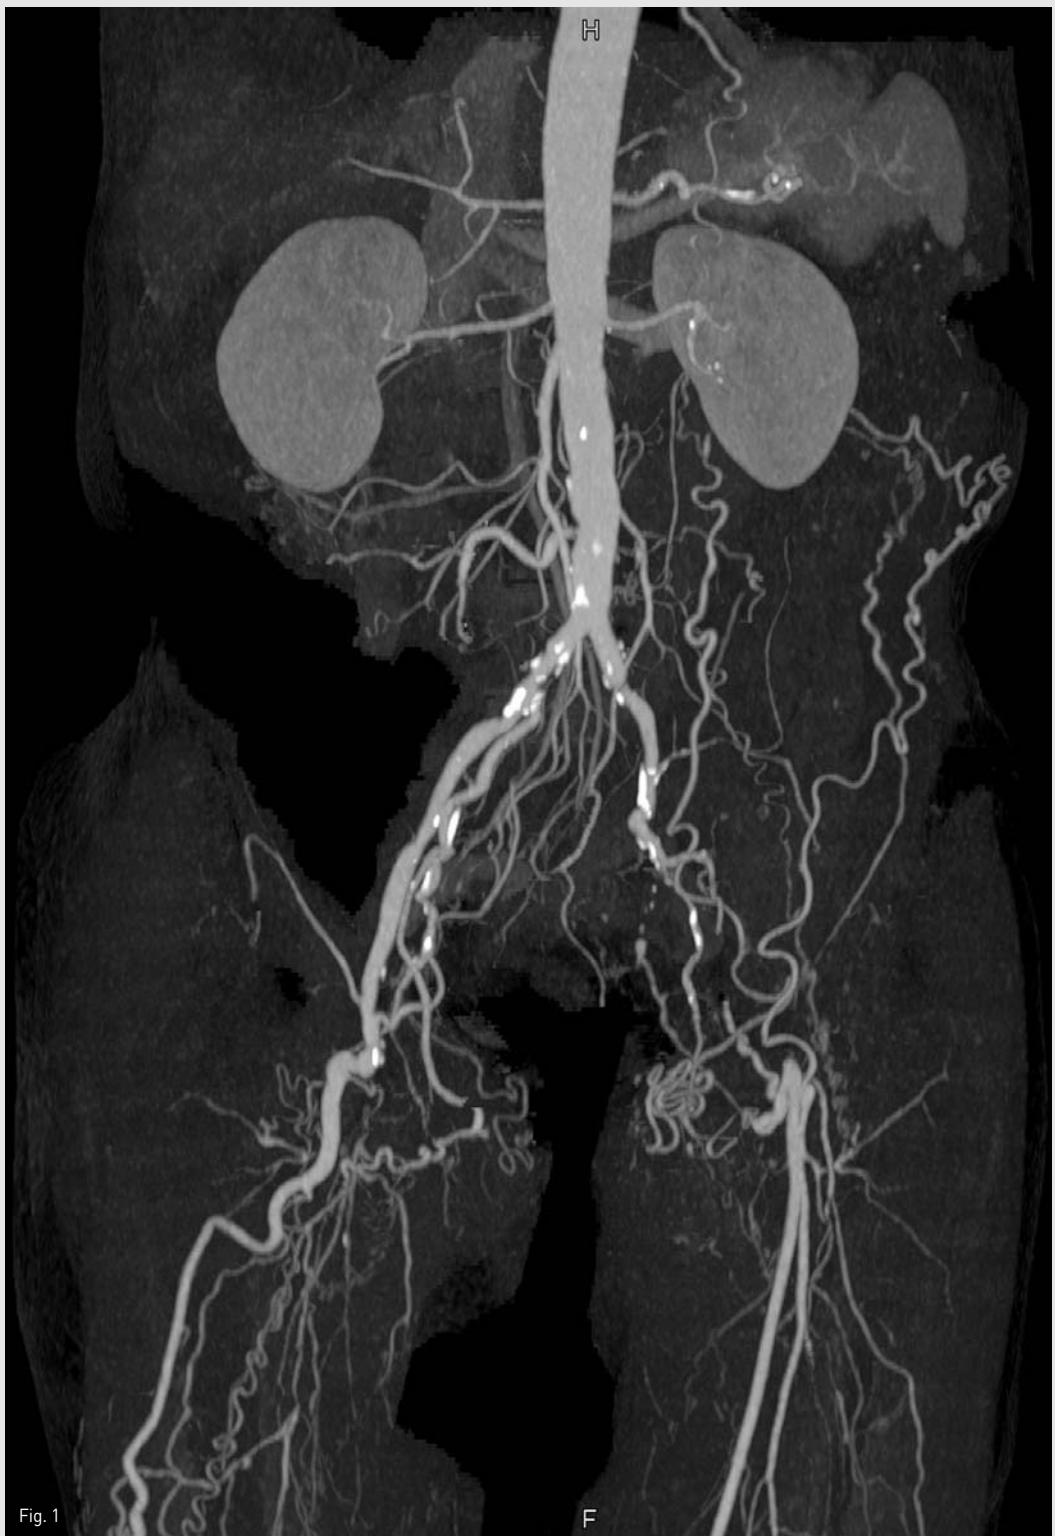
Right anterior oblique maximum intensity projection CT image showing complete total occlusion of the left EIA.
